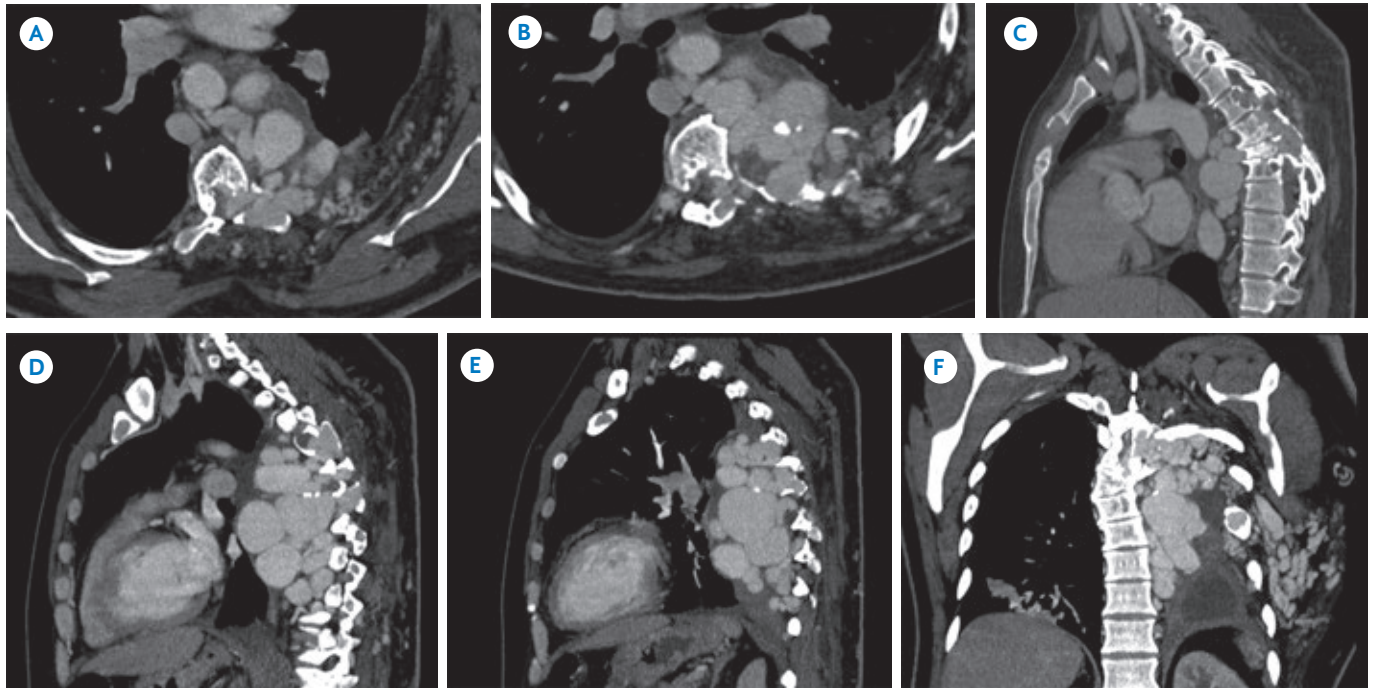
Hemangioma agresivo. Tomografía con contraste en planos A) y B) axial, C), D) y E) sagital y F) coronal que muestran una extensa lesión vascular conformada por ovillos vasculares de vasos dilatados y tortuosos, dependiente de los cuerpos vertebrales de T4 a T7, con extensión intraespinal a la pared torácica y a los arcos posteriores de las quinta a octava costillas izquierdas.
